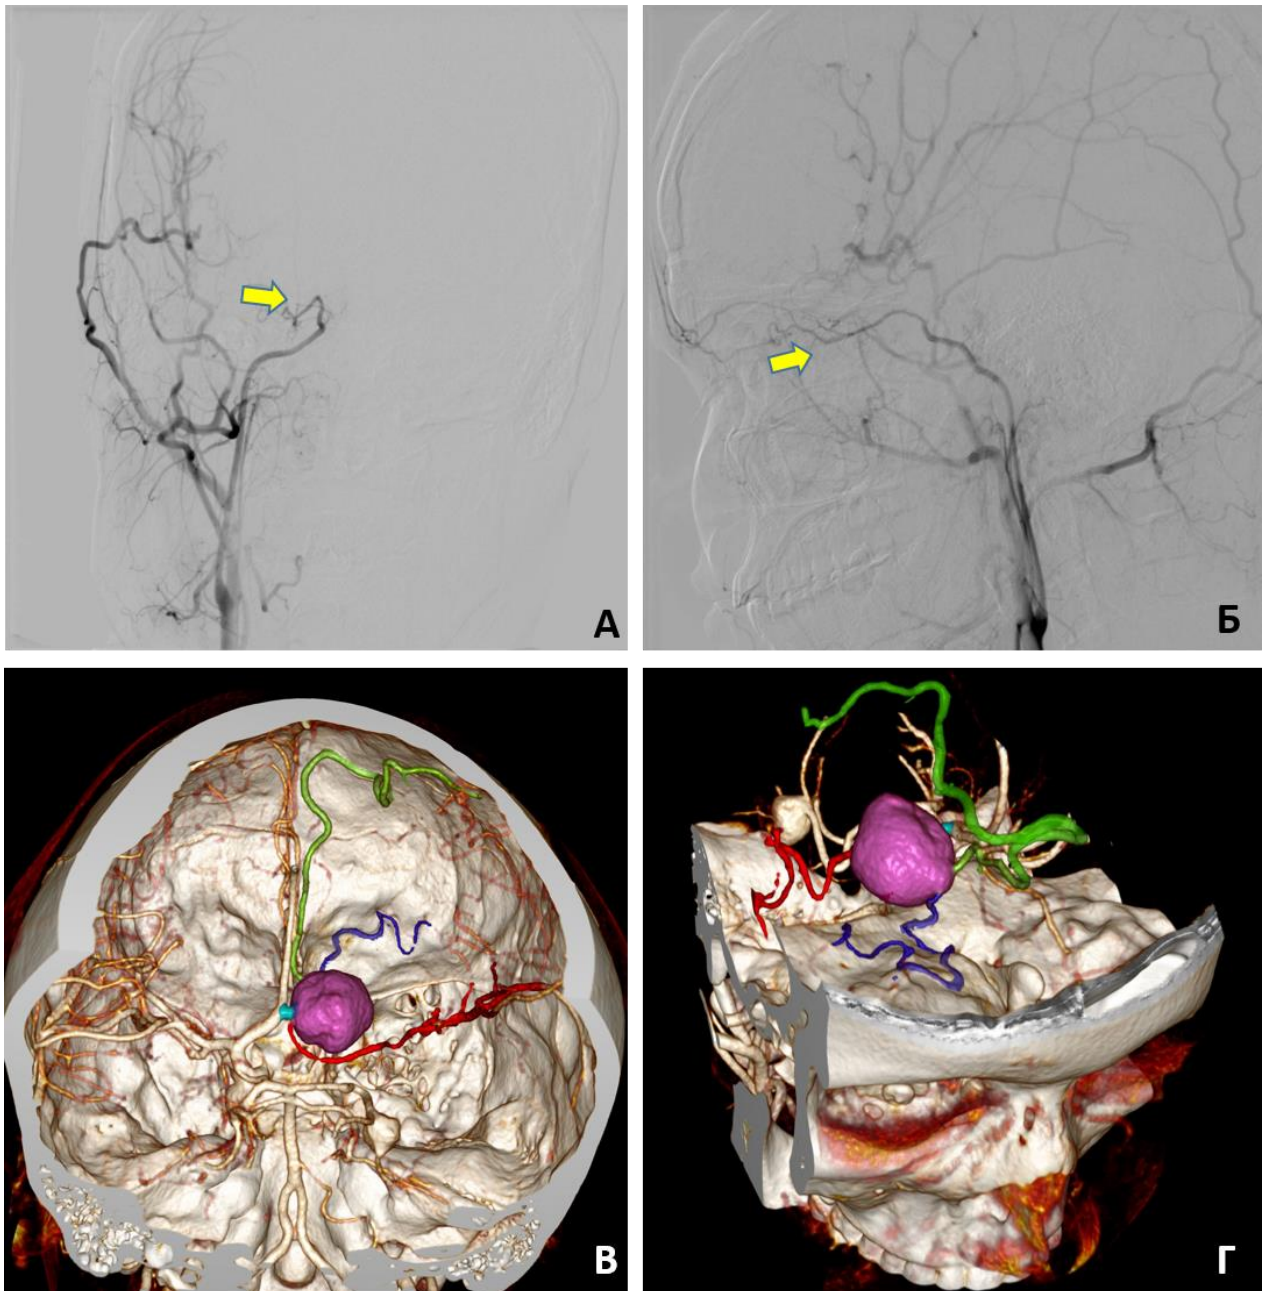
Порок развития сосудистого русла у пациентки с гигантской фузиформной коммуникантной аневризмой. А, Б – ЦАГ в прямой и боковой проекциях, стрелкой указа конечная ветвь ВСА – офтальмическая артерия; В, Г – бассейн правой СМА кровоснабжается напрямую из aberrантной ветви (красный цвет), а также через корковые анастомозы с дистальной частью ПМА (зеленый цвет) и орбито-фронтальной артерией (синий цвет), все 3 артерии выходят из аневризмы (фиолетовый цвет)
